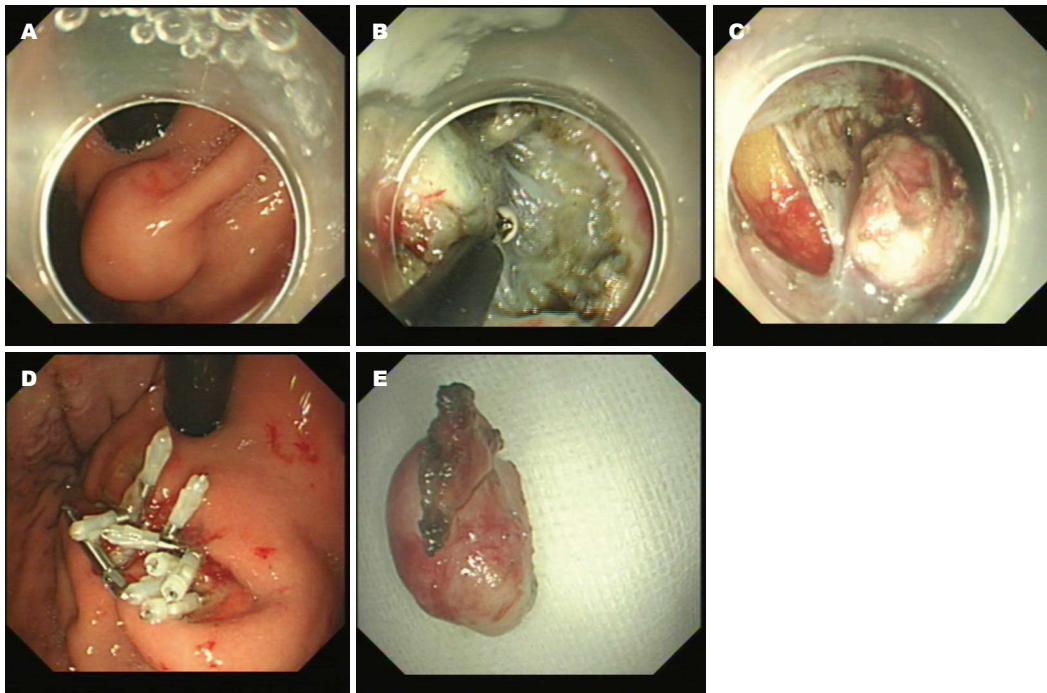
胃体嵴交界间质瘤超声检查、ESE手术情况. A: 胃镜示胃体嵴交界黏膜下隆起性病变; B: 超声内镜示病变起源于固有肌层; C: 剥离瘤体; D: 剥离后的创面; E: 切除后的瘤体. ESE: 内镜黏膜下肿瘤挖除.
